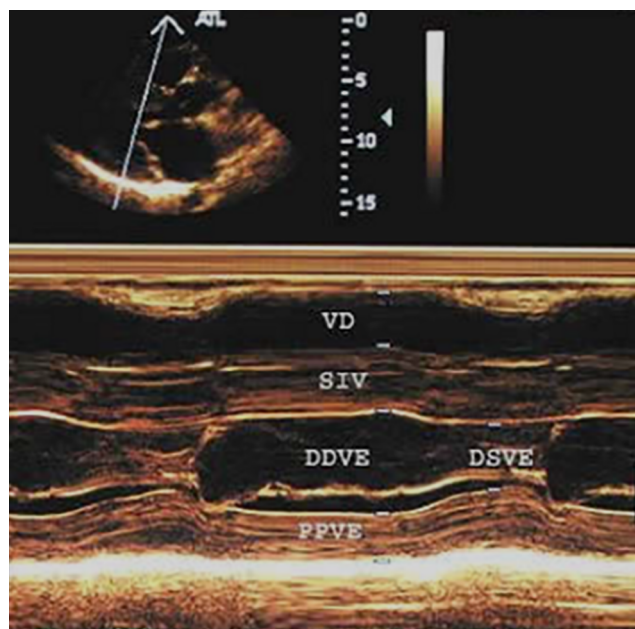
Ecocardiograma transtorácico modo M com contração do septo e parede posterior simultânea. DDVE = diâmetro diastólico do ventrículo esquerdo; DSVE = diâmetro sistólico do ventrículo esquerdo; PPVE = parede posterior do ventrículo esquerdo; SIV = septo interventricular; VD = ventrículo direito.
